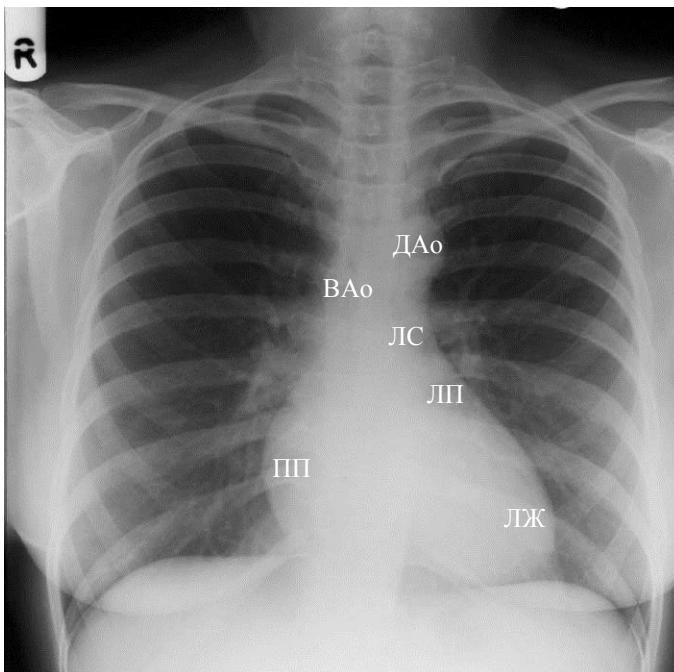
Рентгенограмма органов грудной клетки в прямой проекции. Обозначения: ЛЖ – левый желудочек, ПП – правое предсердие, ЛП – ушко левого предсердия, ЛС – легочный ствол, ДАо – дуга аорты, ВАо – восходящий отдел аорты
